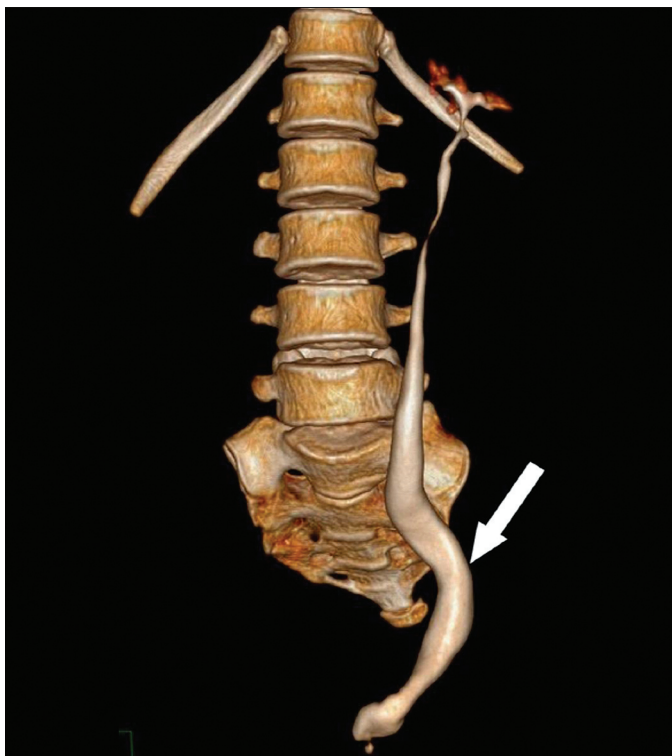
Агенезия мочевого пузыря с агенезией правой почки (стрелка указывает на расширенный левый мочеточник в средней и нижней трети по данным КТ) [13]
